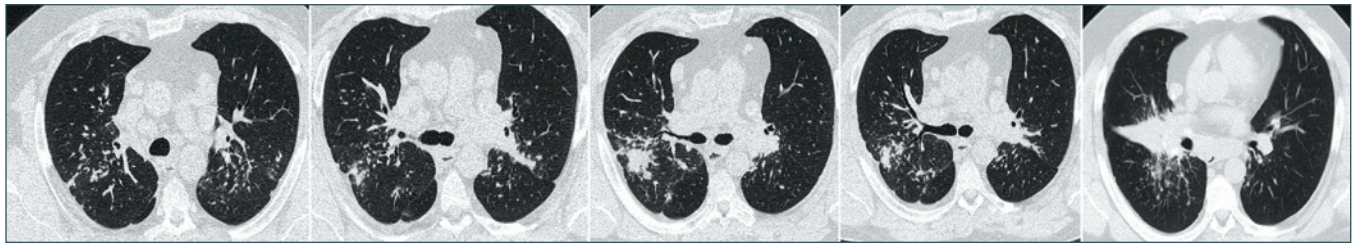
КТ органов грудной клетки при хроническом саркоидозе ВГЛУ и легких: полиморфные очаги со слиянием в участки консолидации легочной ткани, различная степень выраженности инфильтрации и склероза, крупные мягкотканые конгломераты, не отделимые от структур корня, количественная и качественная внутригрудная лимфоаденопатия всех групп лимфатических узлов переднего средостения
